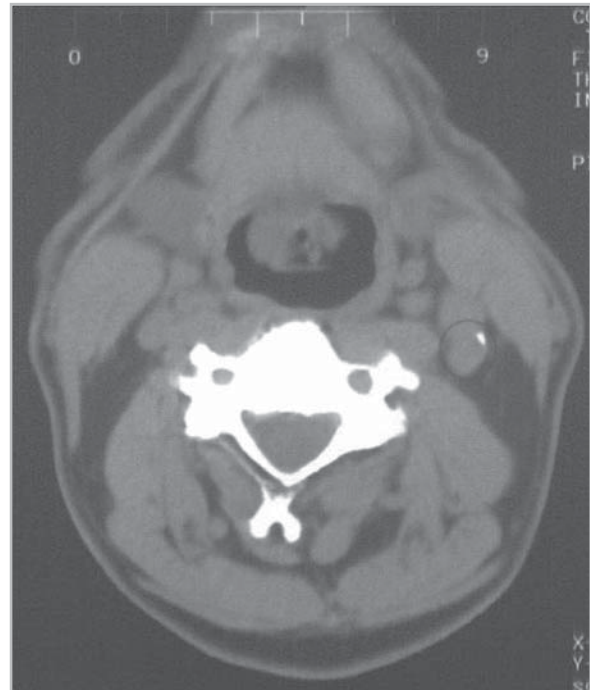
Спиральная компьютерная томография. Кальцификат без признаков стеноза на уровне канала левой внутренней сонной артерии (круг).
